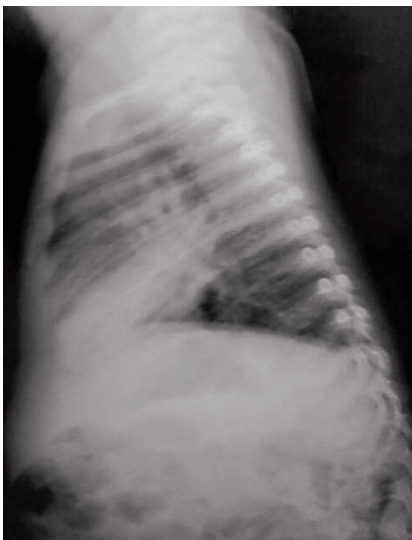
B. Radiografía de Torax Lateral
